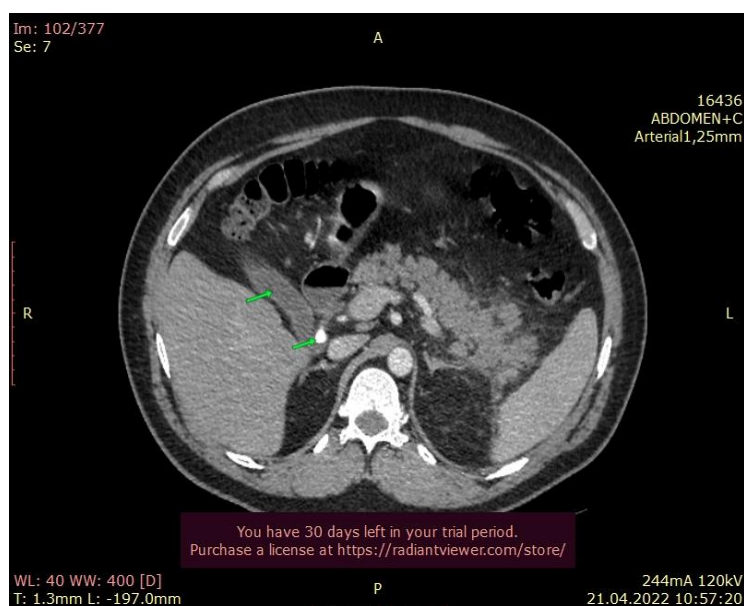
МСКТ больного Т. с внутривенным усилением (21.04.2022). Гомогенно окрашенный желчный пузырь (верхняя стрелка). Конкремент шейки желчного пузыря (нижняя стрелка) размерами 9 x 8 x 7 мм
